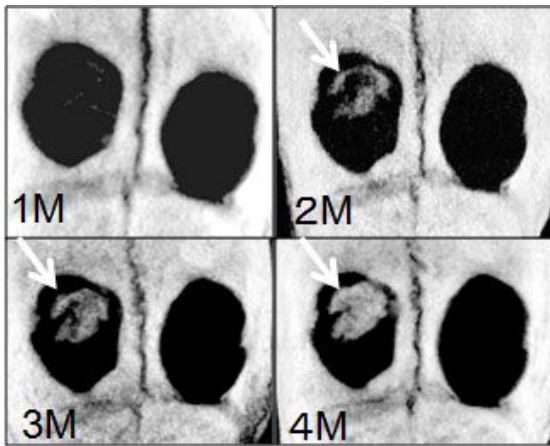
PGA と Sr75 粒子の練和物のマイクロCT 像; 矢印は新生骨
